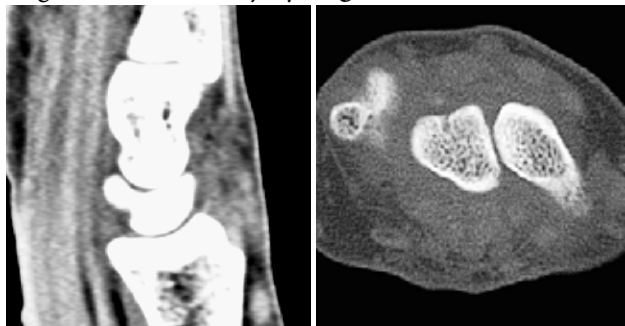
The results of computed tomography: 6 weeks after trauma.
